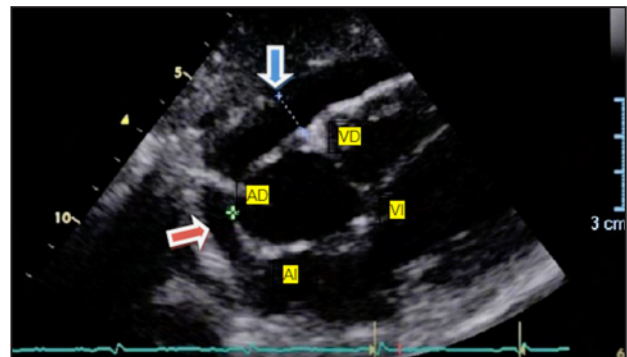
Ecocardiografia amb projecció subcostal en 2D. S'observa vessament pericàrdic anterior (fletxa blava) i retroauricular dret (fletxa vermella). AD: aurícula dreta, VD: ventricle dret, AI: aurícula esquerra, VI: ventricle esquerre.
